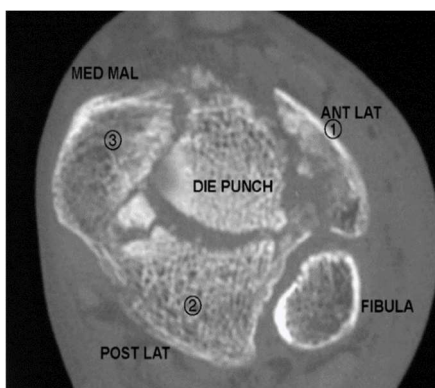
RTG snímok triedrovej zlomeniny pilonu tibie (A); znázornenie šiestich hlavných fragmentov (B) (Topliss et al., 2005)
